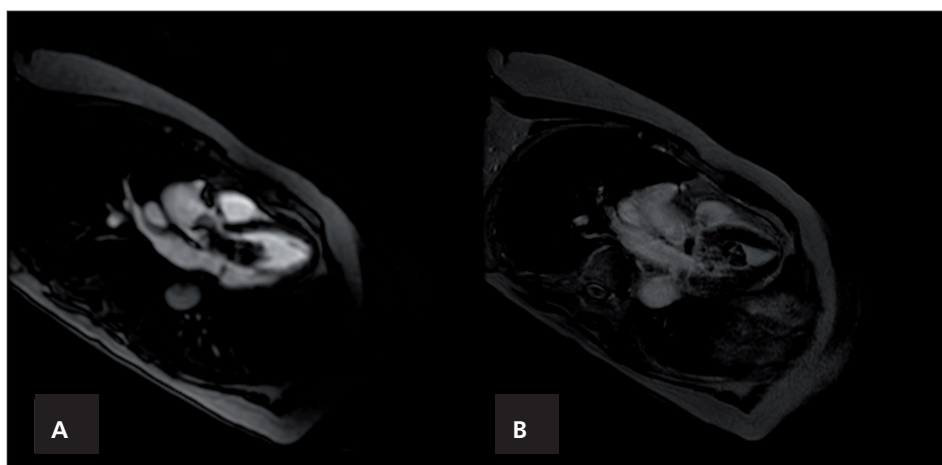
Cardiovascular magnetic resonance with first-pass perfusion and late gadolinium enhancement demonstrating two irregular masses, showing evidence of scarce perfusion and heterogenous contrast enhancement (A, B).
